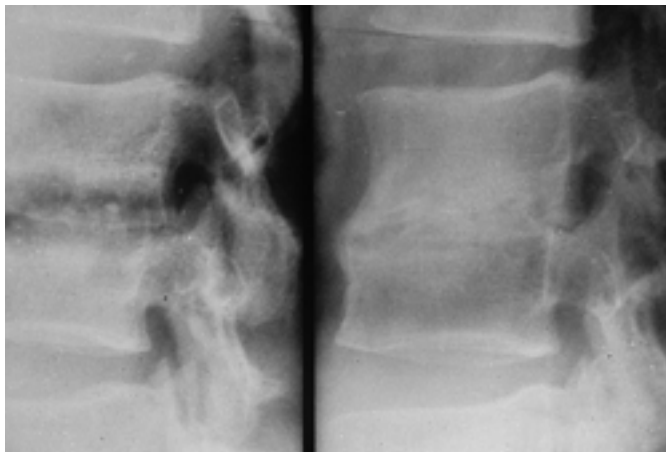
Discitis séptica. Alteraciones precoces y tardías, columna lumbar (radiografía). *Izquierda*) La proyección lateral pone de manifiesto la pérdida de corteza de las placas vertebrales adyacentes y el pinzamiento o estrechamiento del espacio discal. Infección del espacio discal por *Staphylococcus aureus* de un mes de duración. *Derecha*) Seis meses más tarde y después del tratamiento, hay una pérdida del espacio discal con anquilosis, regeneración del hueso nuevo y un osteofito de puente anterior. Estas anomalías son características de una infección curada.
